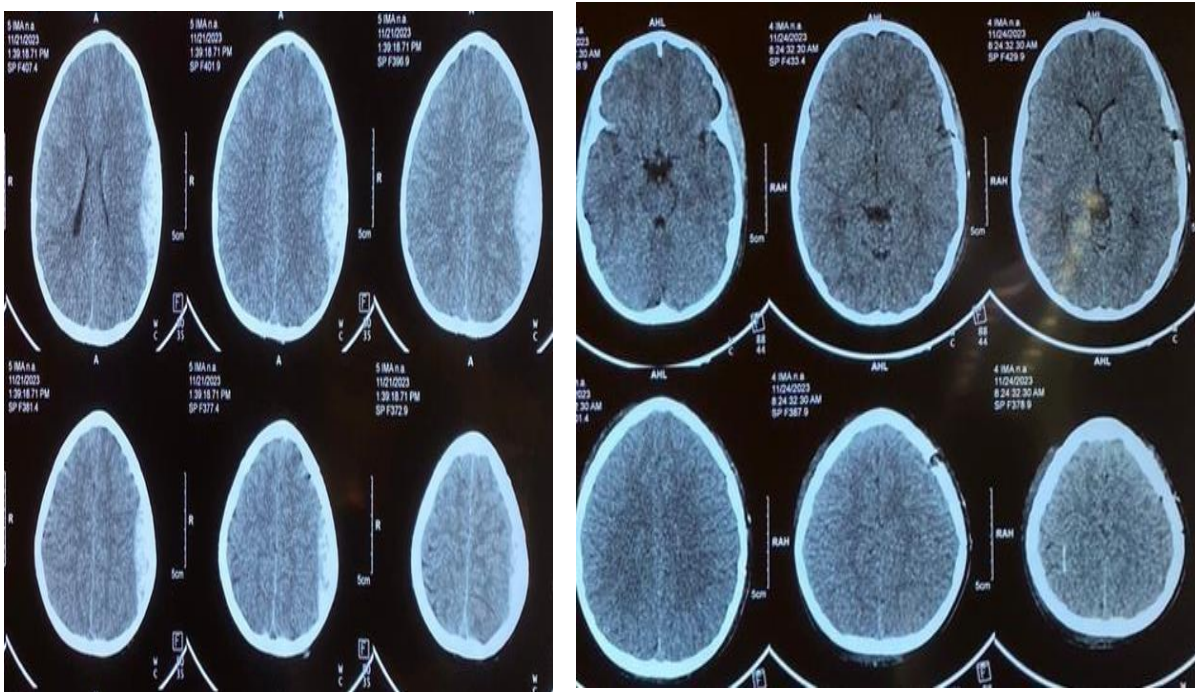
A gauche : TDM cranio-encéphalique objectivant un HED parieto-temporal gauche d'un enfant de 05 ans suite à un AVP
